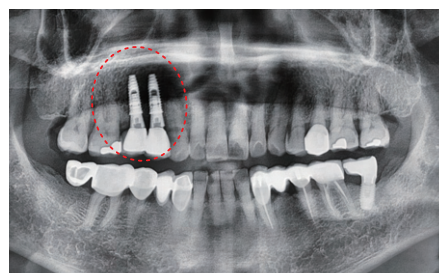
Radiograph of postoperative 3 months.
